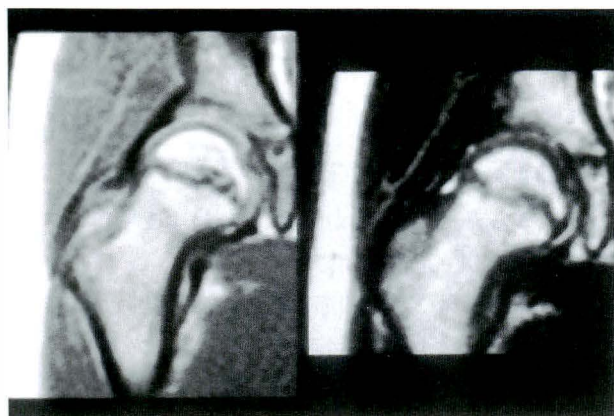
受傷約1年後のMRI. 右股関節の冠状断像。
